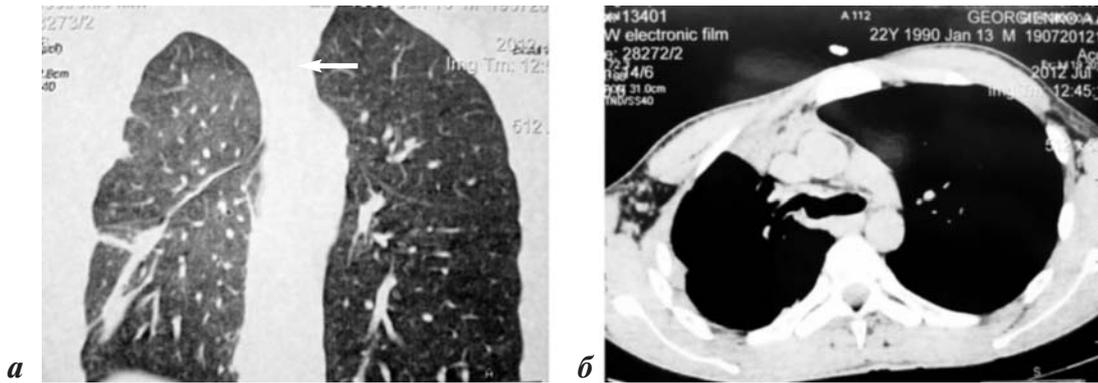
Компьютерная томография органов грудной клетки (а, б). Реимплантированный правый главный бронх в бифуркацию трахеи на уровне деления верхнедолевого и промежуточного бронхов
